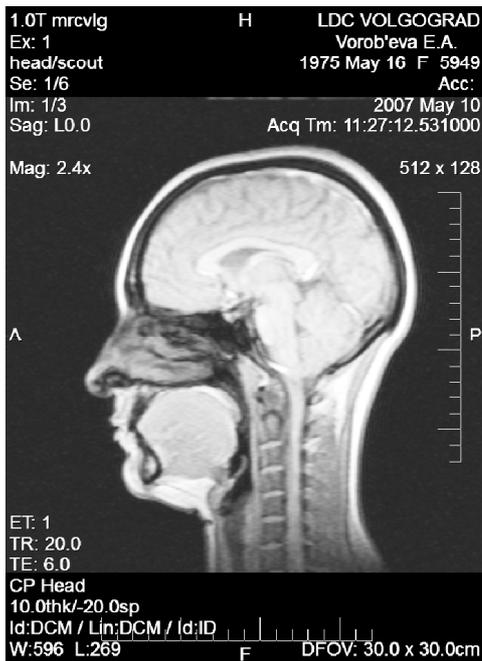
МР-томограммы головного мозга больной В., 1975 г. р.
